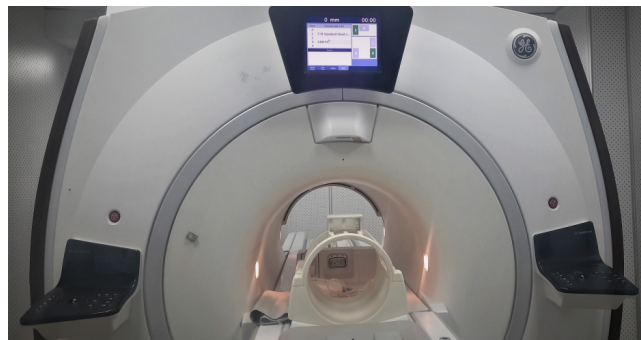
Appareil IRM *Discovery MR750w 3T*.
